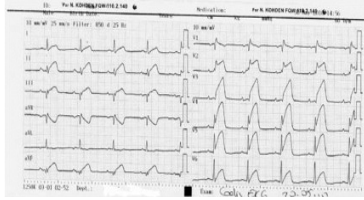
Olgu 1, Hastaneye kabuldeki elektrokardiyografisi.
